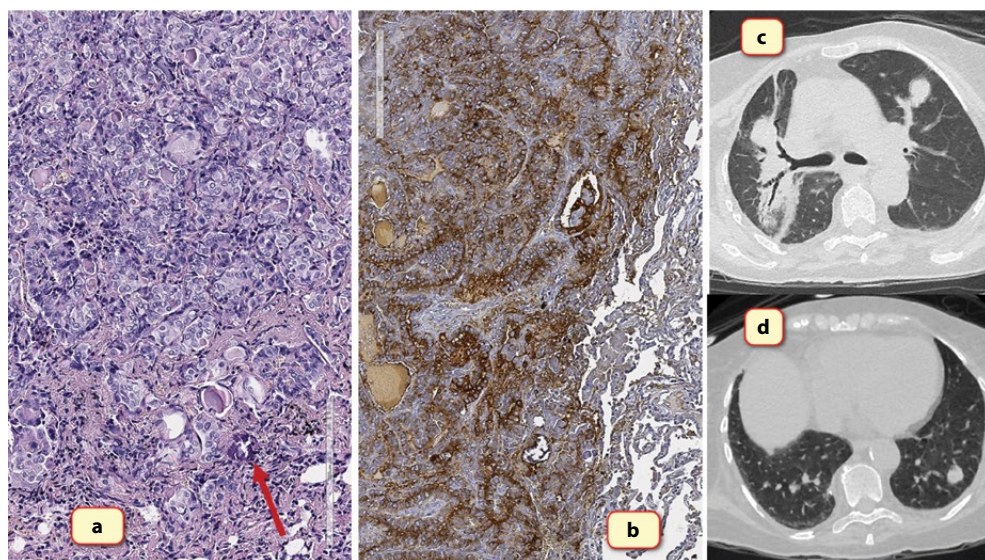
Метастаз папиллярной карциномы в легком: а, $\times 200$, гематоксилин и эозин; b, $\times 180$, окраска с антителом тиреоглобулин – папиллярная и фолликулярная архитектоника, псаммомное тельце (стрелка); c, d – КТ-картина метастазов в легкие
